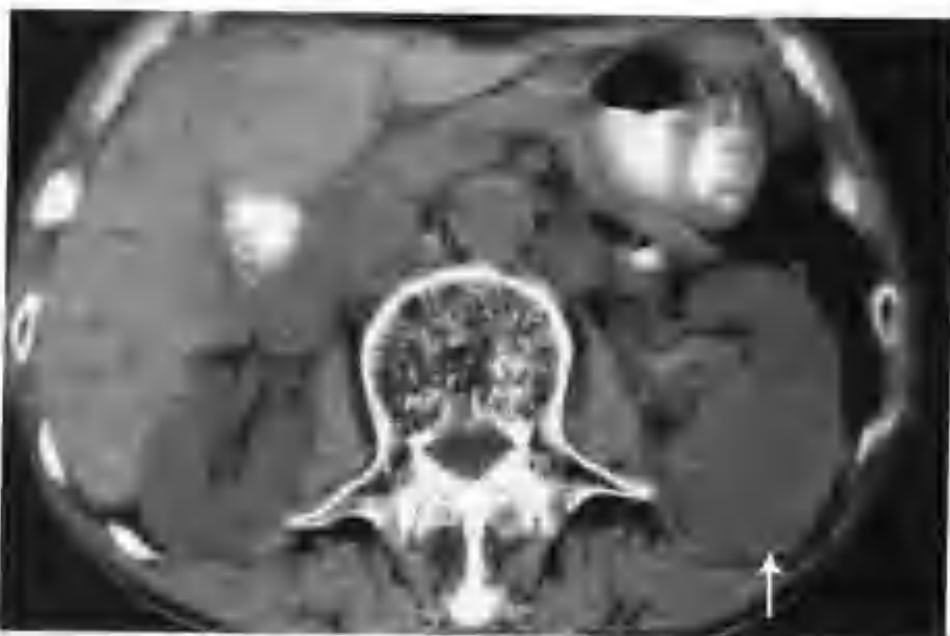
左肾透明细胞癌（CT 平扫肿瘤呈等密度，但密度不均（箭头））
